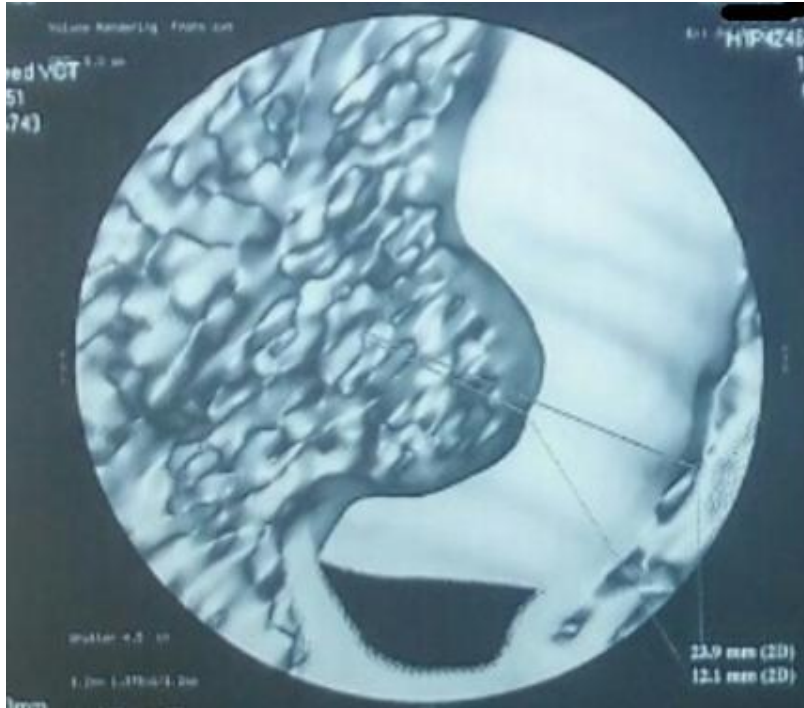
[166]:Imagerie bronchoscopique virtuelle par TDM d'une tumeur carcinôïde atypique siégeant à la jonction du tiers supérieur et du tiers moyen de la trachée
